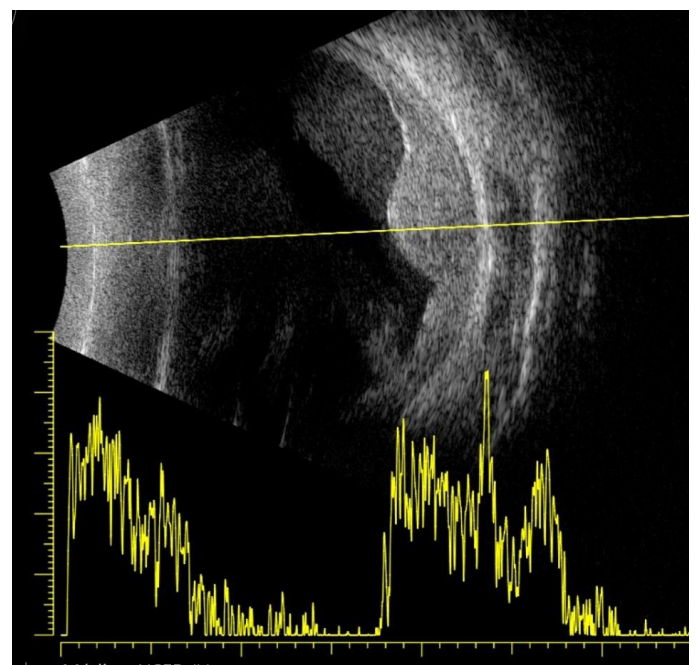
Representación simultánea de ecografía en modo A y modo B. Se observa ausencia de ángulo kappa o atenuación posterior de los ecos.
